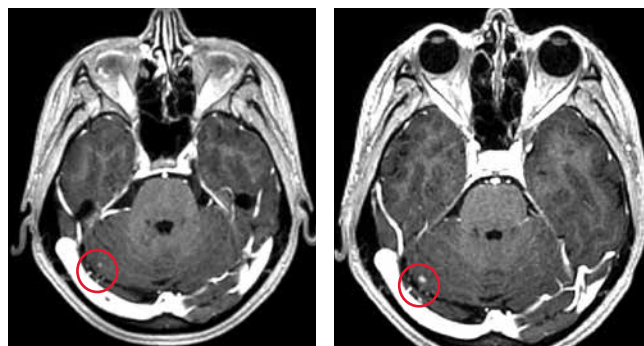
Магнитно-резонансная томография. Динамика метастазов в головном мозге (указаны кругами) за период 07.03–20.08.2021
